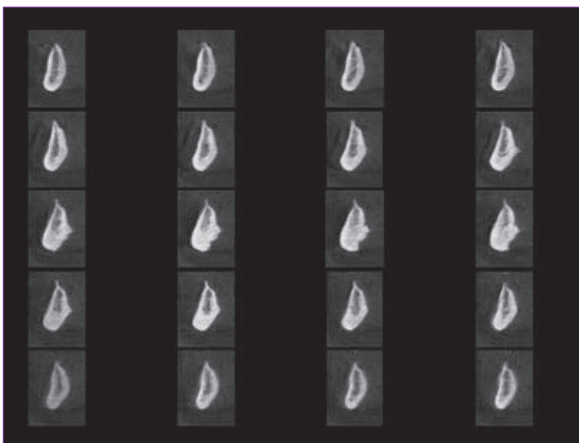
Cortes transversais do CBCT da mandíbula mostrando volume ósseo disponível para a técnica de All-on-4 com NobelGuide (mais de 5 mm de espessura por 10 mm de altura entre os buracos mentonianos).
